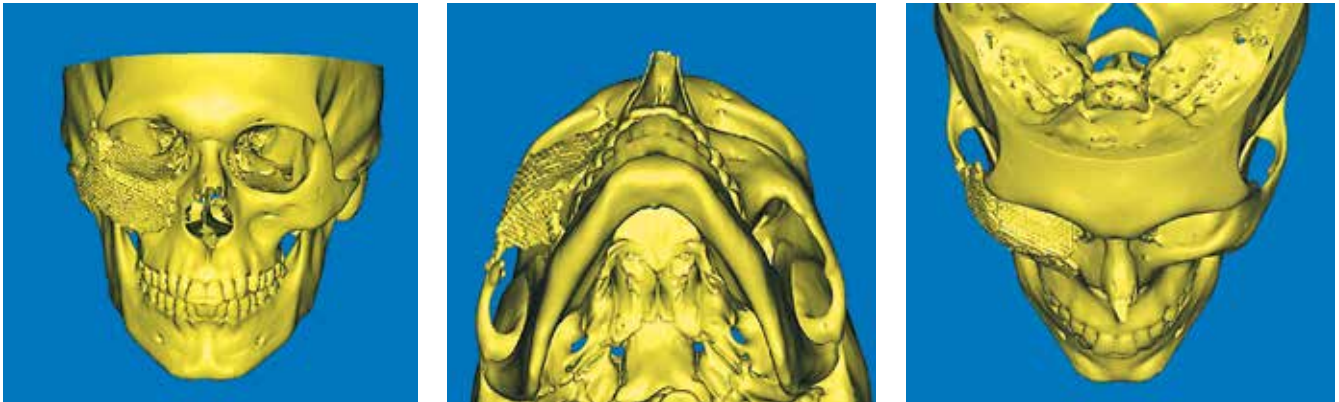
Послеоперационное КТ-исследование с 3D-реконструкцией: отмечается симметрия и анатомичность скулоорбитальной области
